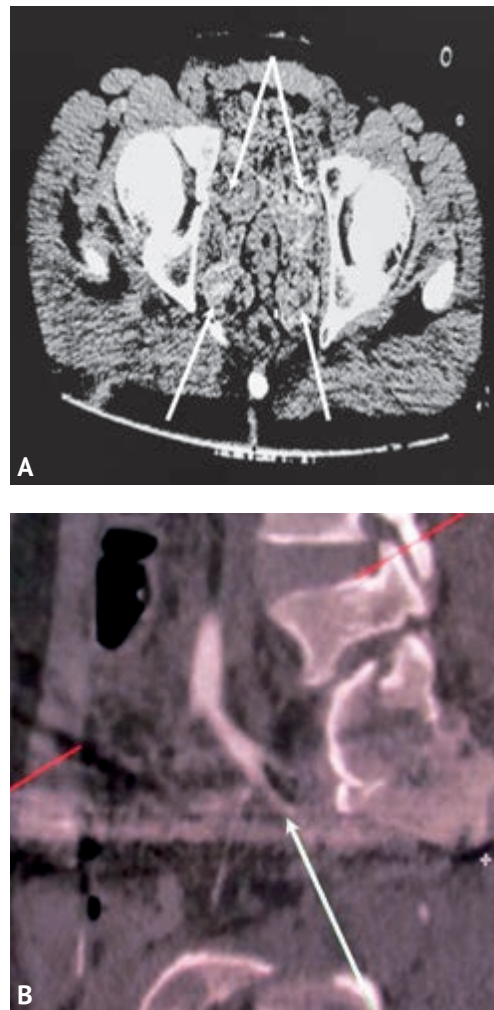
Мультиспиральная компьютерная томография таза с внутривенным контрастированием: А — аксиальный срез на уровне вертлужных впадин (стрелками указаны тампоны); В — обрыв контрастирования на уровне переднего ствола правой внутренней подвздошной артерии (указано стрелкой)
